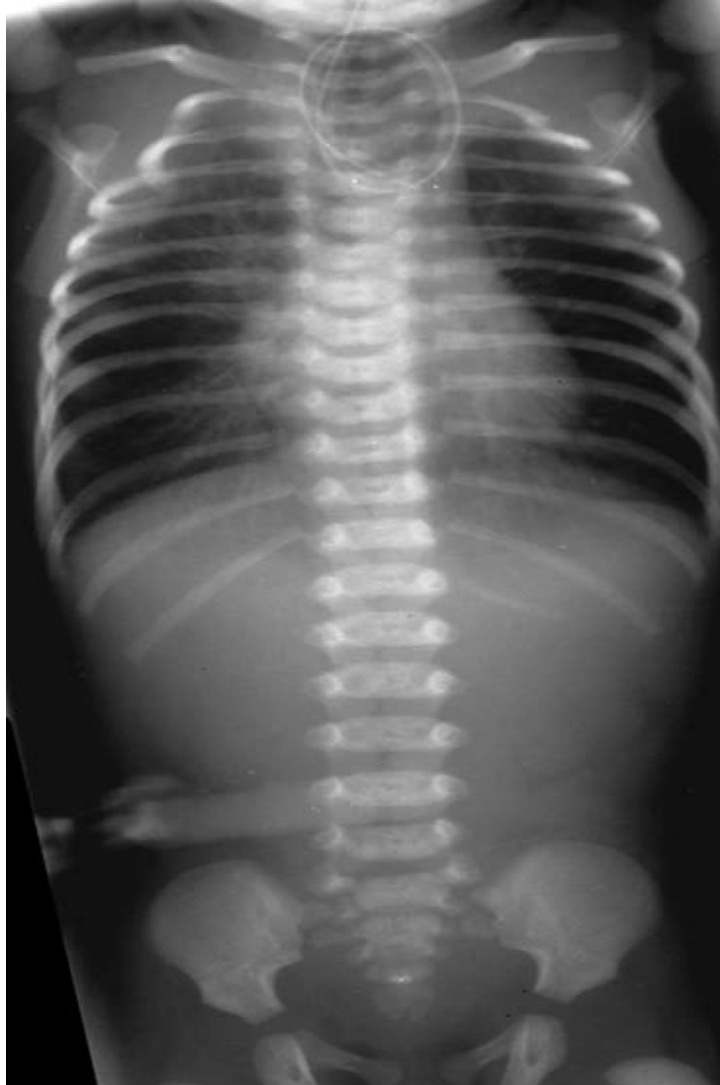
Radiographie thoraco-abdominale de face montrant une boucle de la sonde digestive dans le cul-de-sac proximal sans aération de l'intestin en aval :
